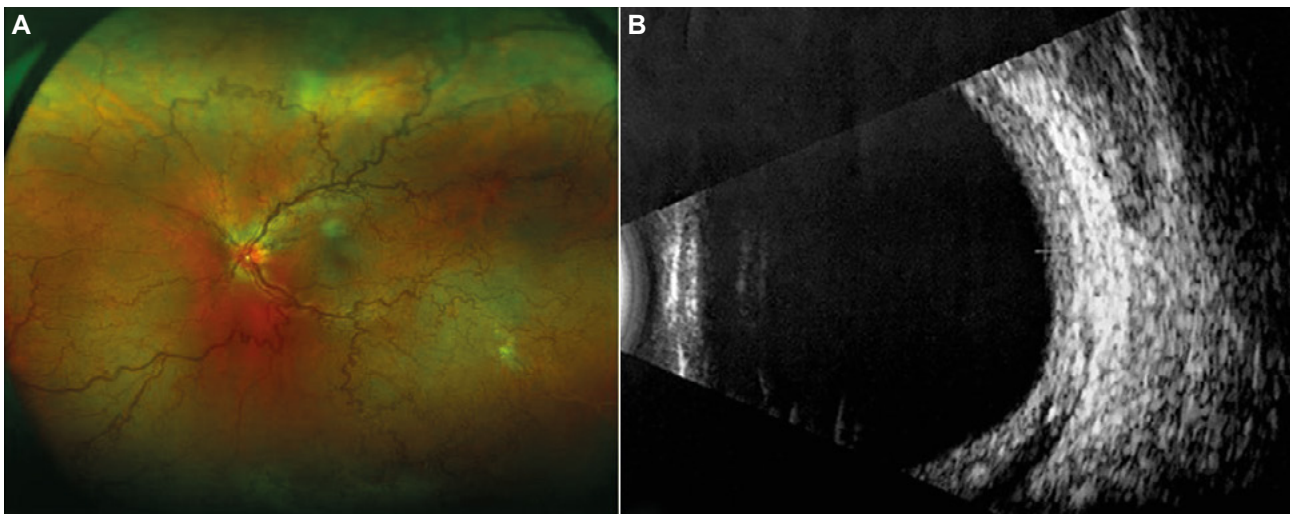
A. Hemangioma coroideo difuso con apariencia del fondo de ojo en tomate «cátsup». B. Ecografía modo B mostrando el aumento del grosor coroideo.
